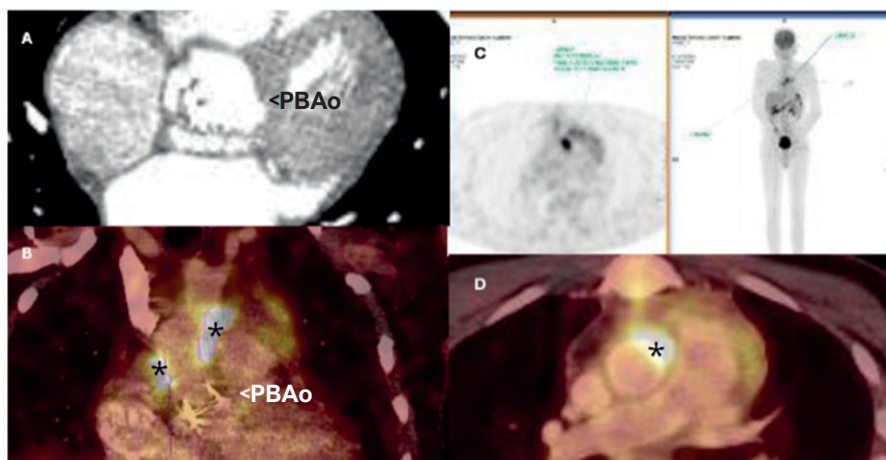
18FDG PET/TC. PBAo: prótese aórtica valvar. O asterisco (*) indica hipermetabolismo glicolítico com valor máximo de captação padronizado (SUVmax) = 11,2.
